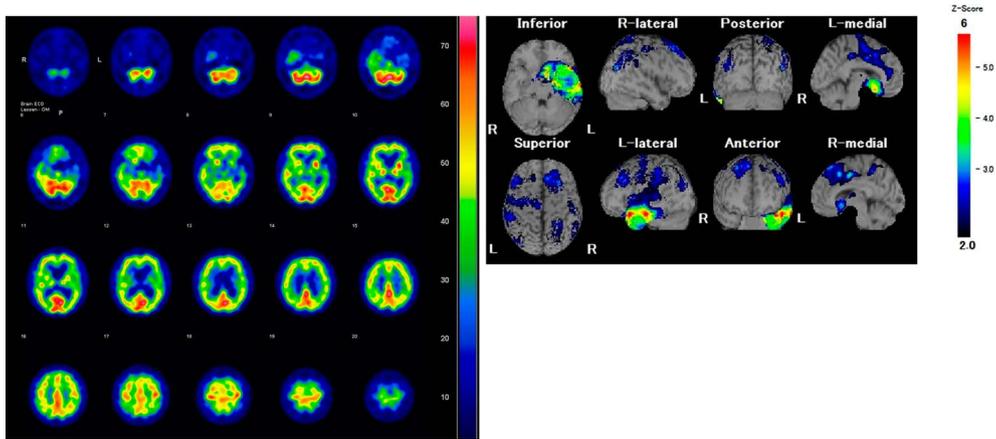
Brain Tc-99mECD SPECT.
